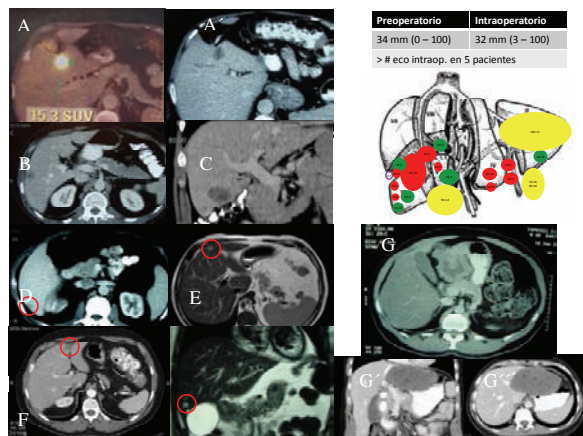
Localización y tamaño de algunas de las LSH abordadas por laparoscopia. A, A': PET y TAC de LSH por MCR en S4b convertida por encontrarse cerca de un vaso de gran calibre. B: LSH por MCR en S6-7, y C: LSH por en S5 ambas convertida por encontrar mayor número de nódulos en el intraoperatorio. D y E: Ejemplos de MCR con ubicaciones periféricas con sospecha de MCR cuya anatomía patológica resultaron ser lesiones benignas. F: Pseudo-lesión del ligamento redondo con imagen indeterminada en S6-7 (F'). G, G' y G'' HNF pedunculada en S3. B: LSH en S2-3 cuya anatomía patológica fue un quiste hidatídico.
